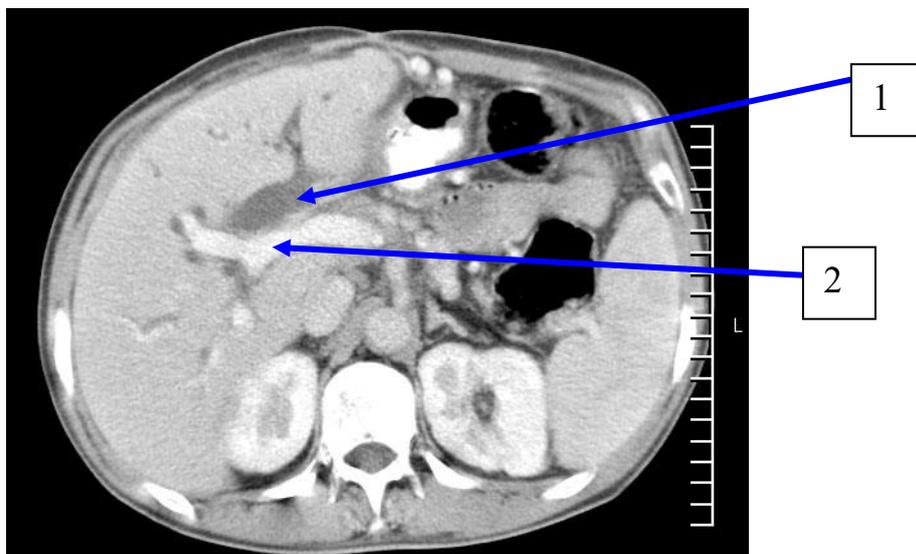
МСКТ больного с хроническим панкреатитом: сочетание билиарной (1) и внепеченочной портальной гипертензии (2)
